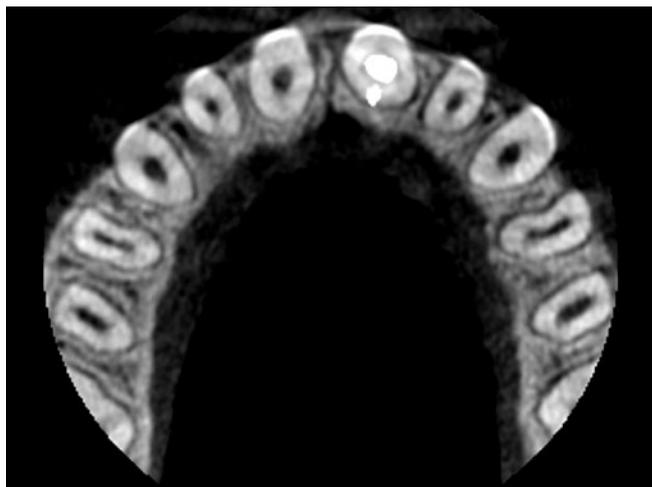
A: CBCT: Corte axial.
